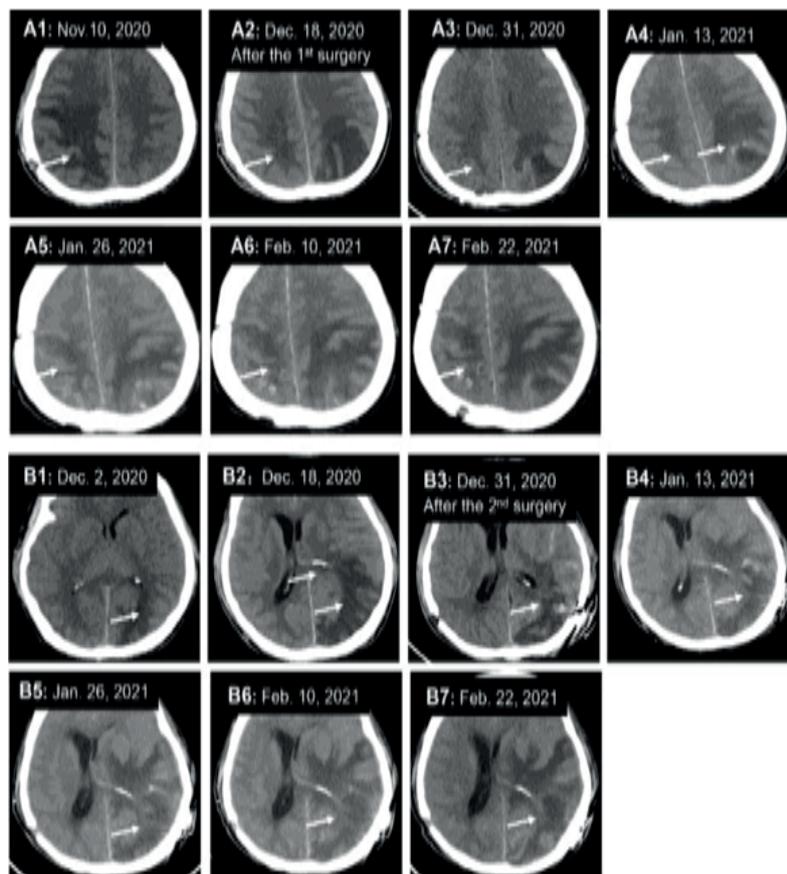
Los cambios dinámicos de la cabeza CT. A La lesión original en el lóbulo parietal derecho se estaba haciendo más pequeña; B una nueva lesión que se produjo en el lóbulo occipital izquierdo empeoró.⁽¹⁴⁾
